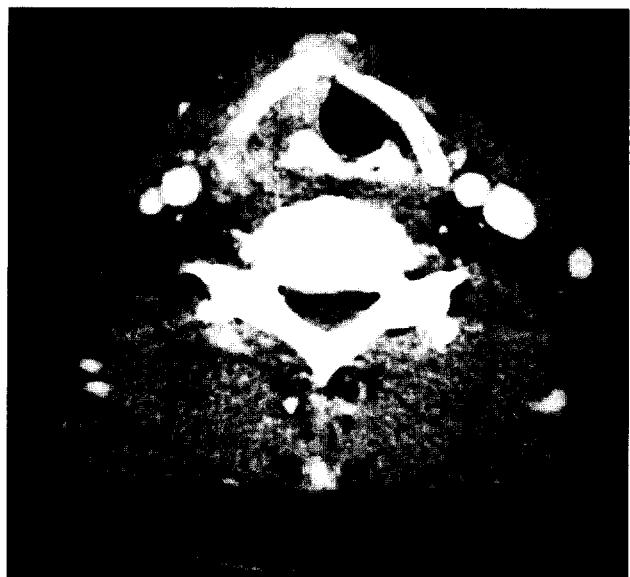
Cervical CT shows healing of right thyroid cartilage fracture and complete disappearance of subcutaneous emphysema.
